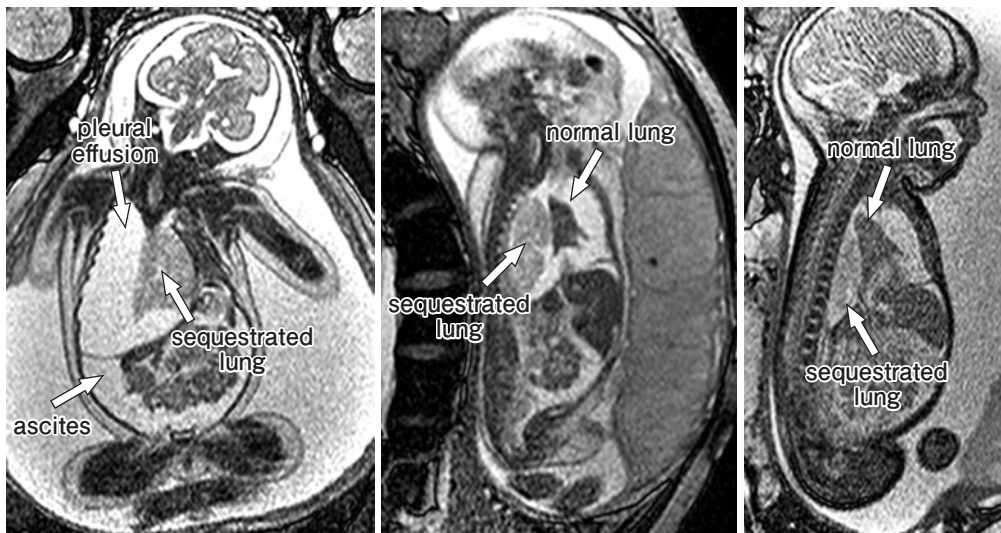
Fetal MRI images before and after placement of pleuro-amniotic shunt a | b | c for extra-lobar bronchopulmonary sequestration
